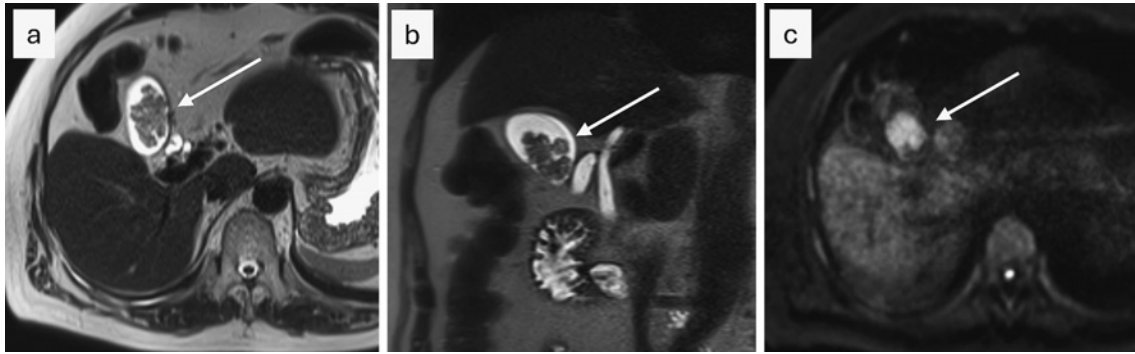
腹部MRI：(a) T2強調画像（横断像），(b) T2強調画像（冠状断），(c) 拡散強調画像（b value 800 sec/mm²）
